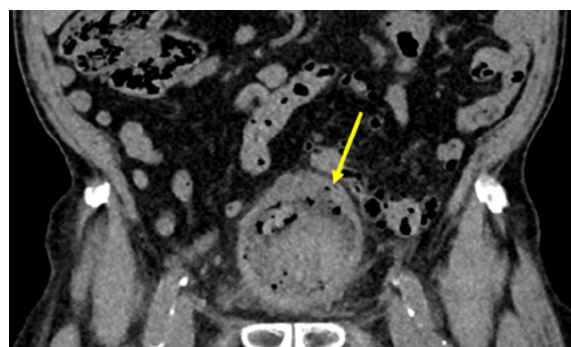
CT vylučovací urografie a CT cystogram – frontální řez: obraz emfyzematózní cystitidy (volný plyn ve stěně močového měchýře) – viz šipka
